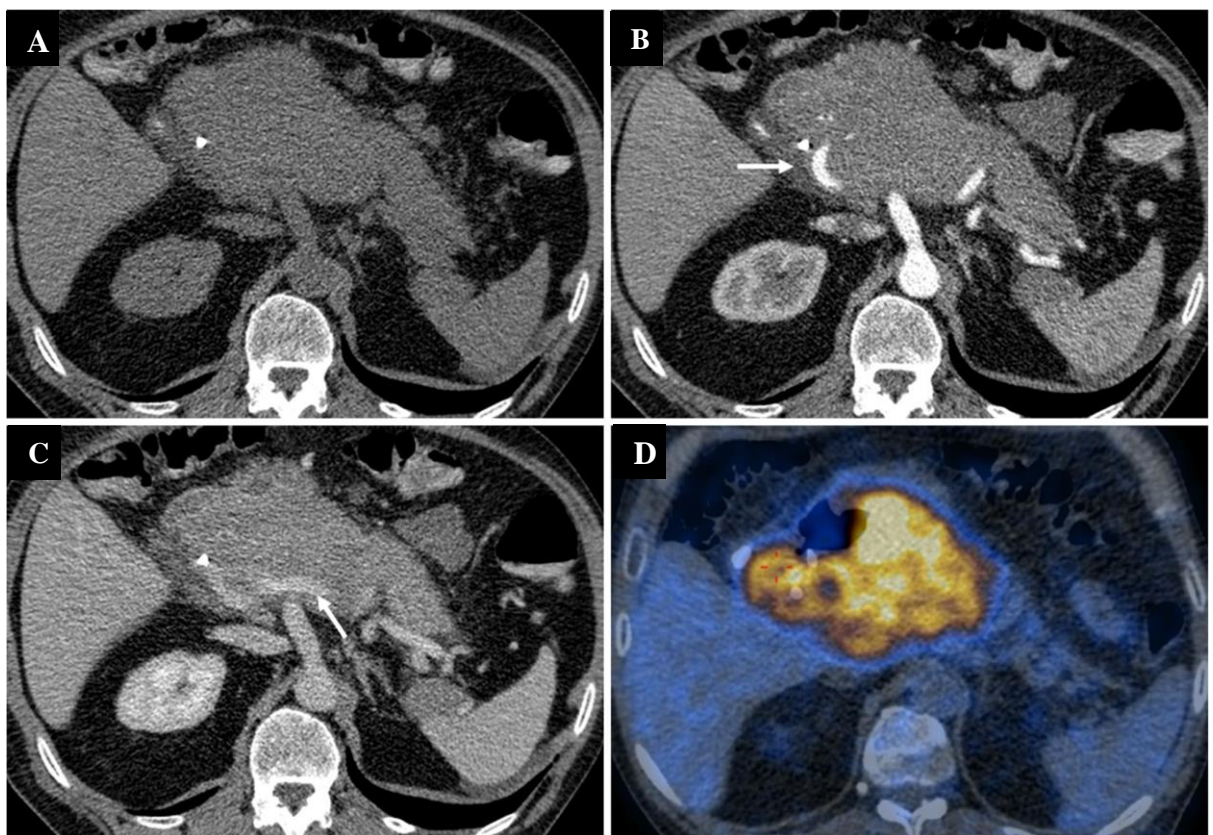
Lymphome pancréatique primitif. La TDM objective une volumineuse masse solide du pancréas avec un stent biliaire refoulé (A). Après contraste, les artères et veines (flèches) sont engainées mais non infiltrées à la phase artérielle (B) et portale (C). Image de fusion TEP-18FDG (D) révèle une activité métabolique lésionnelle élevée (239).
